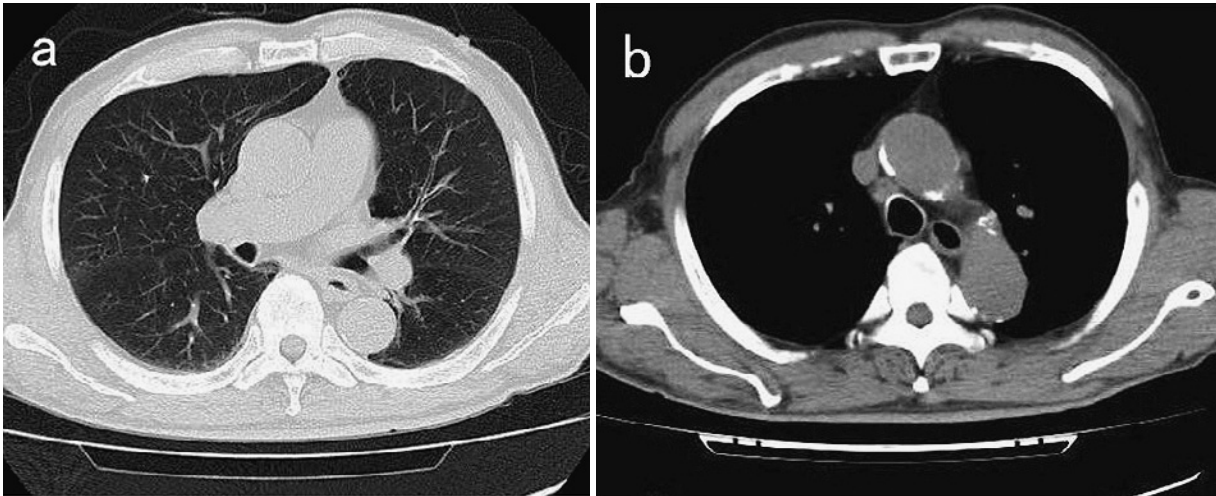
Chest CT scan obtained in late April 2011 showing regression of the tumor in the right upper lobe (S³a) (a) and mediastinal lymph node swelling (b).
